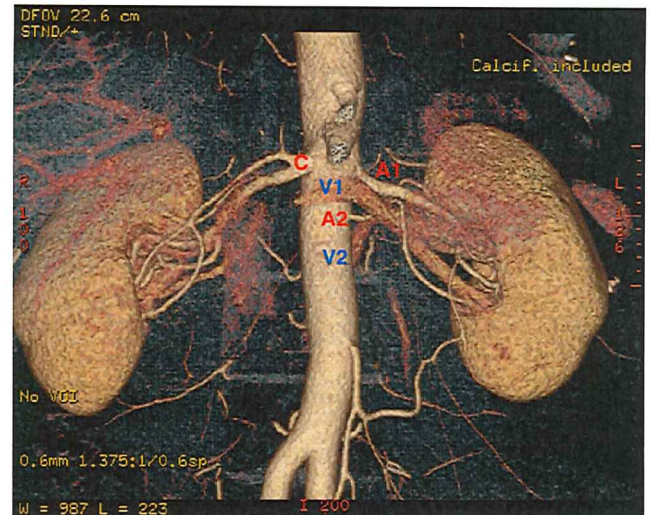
Présence de multiples variantes anatomiques. Présence de multiples variantes anatomiques visualisées grâce à une reconstruction tomographique en phase artérielle. On peut apercevoir la présence de deux artères rénales gauches (A1/A2), la présence d'une « corona veineuse » (veine rénale gauche : V1 : préaortique / V2 : rétroaortique), ainsi que la présence d'une bifurcation précoce au départ de l'artère rénale droite (C).
